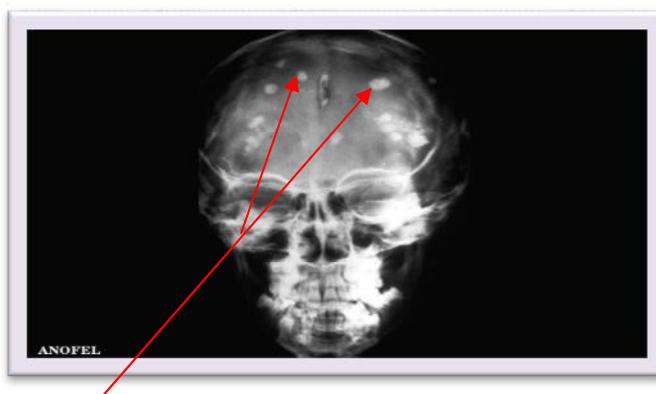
Calcification intracrânienne toxoplasmique par imagerie par résonance magnétique (IRM) (Anofel, 2002).
